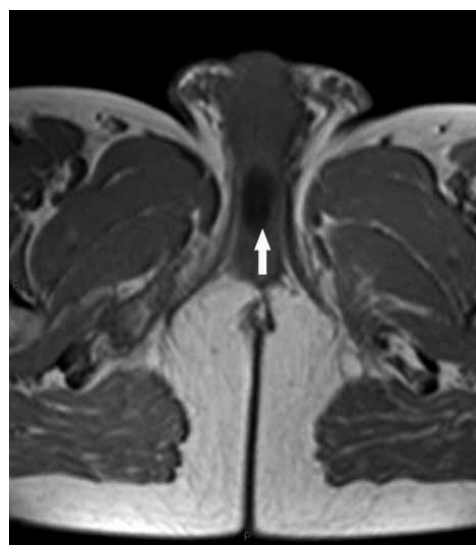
RM de pelvis, corte axial T1, donde se visualiza una imagen quística, ligeramente ovalada, hipointensa, entre los cuerpos cavernosos, que corresponde a siringocele de la Glándula de Cowper (Flecha Blanca).
